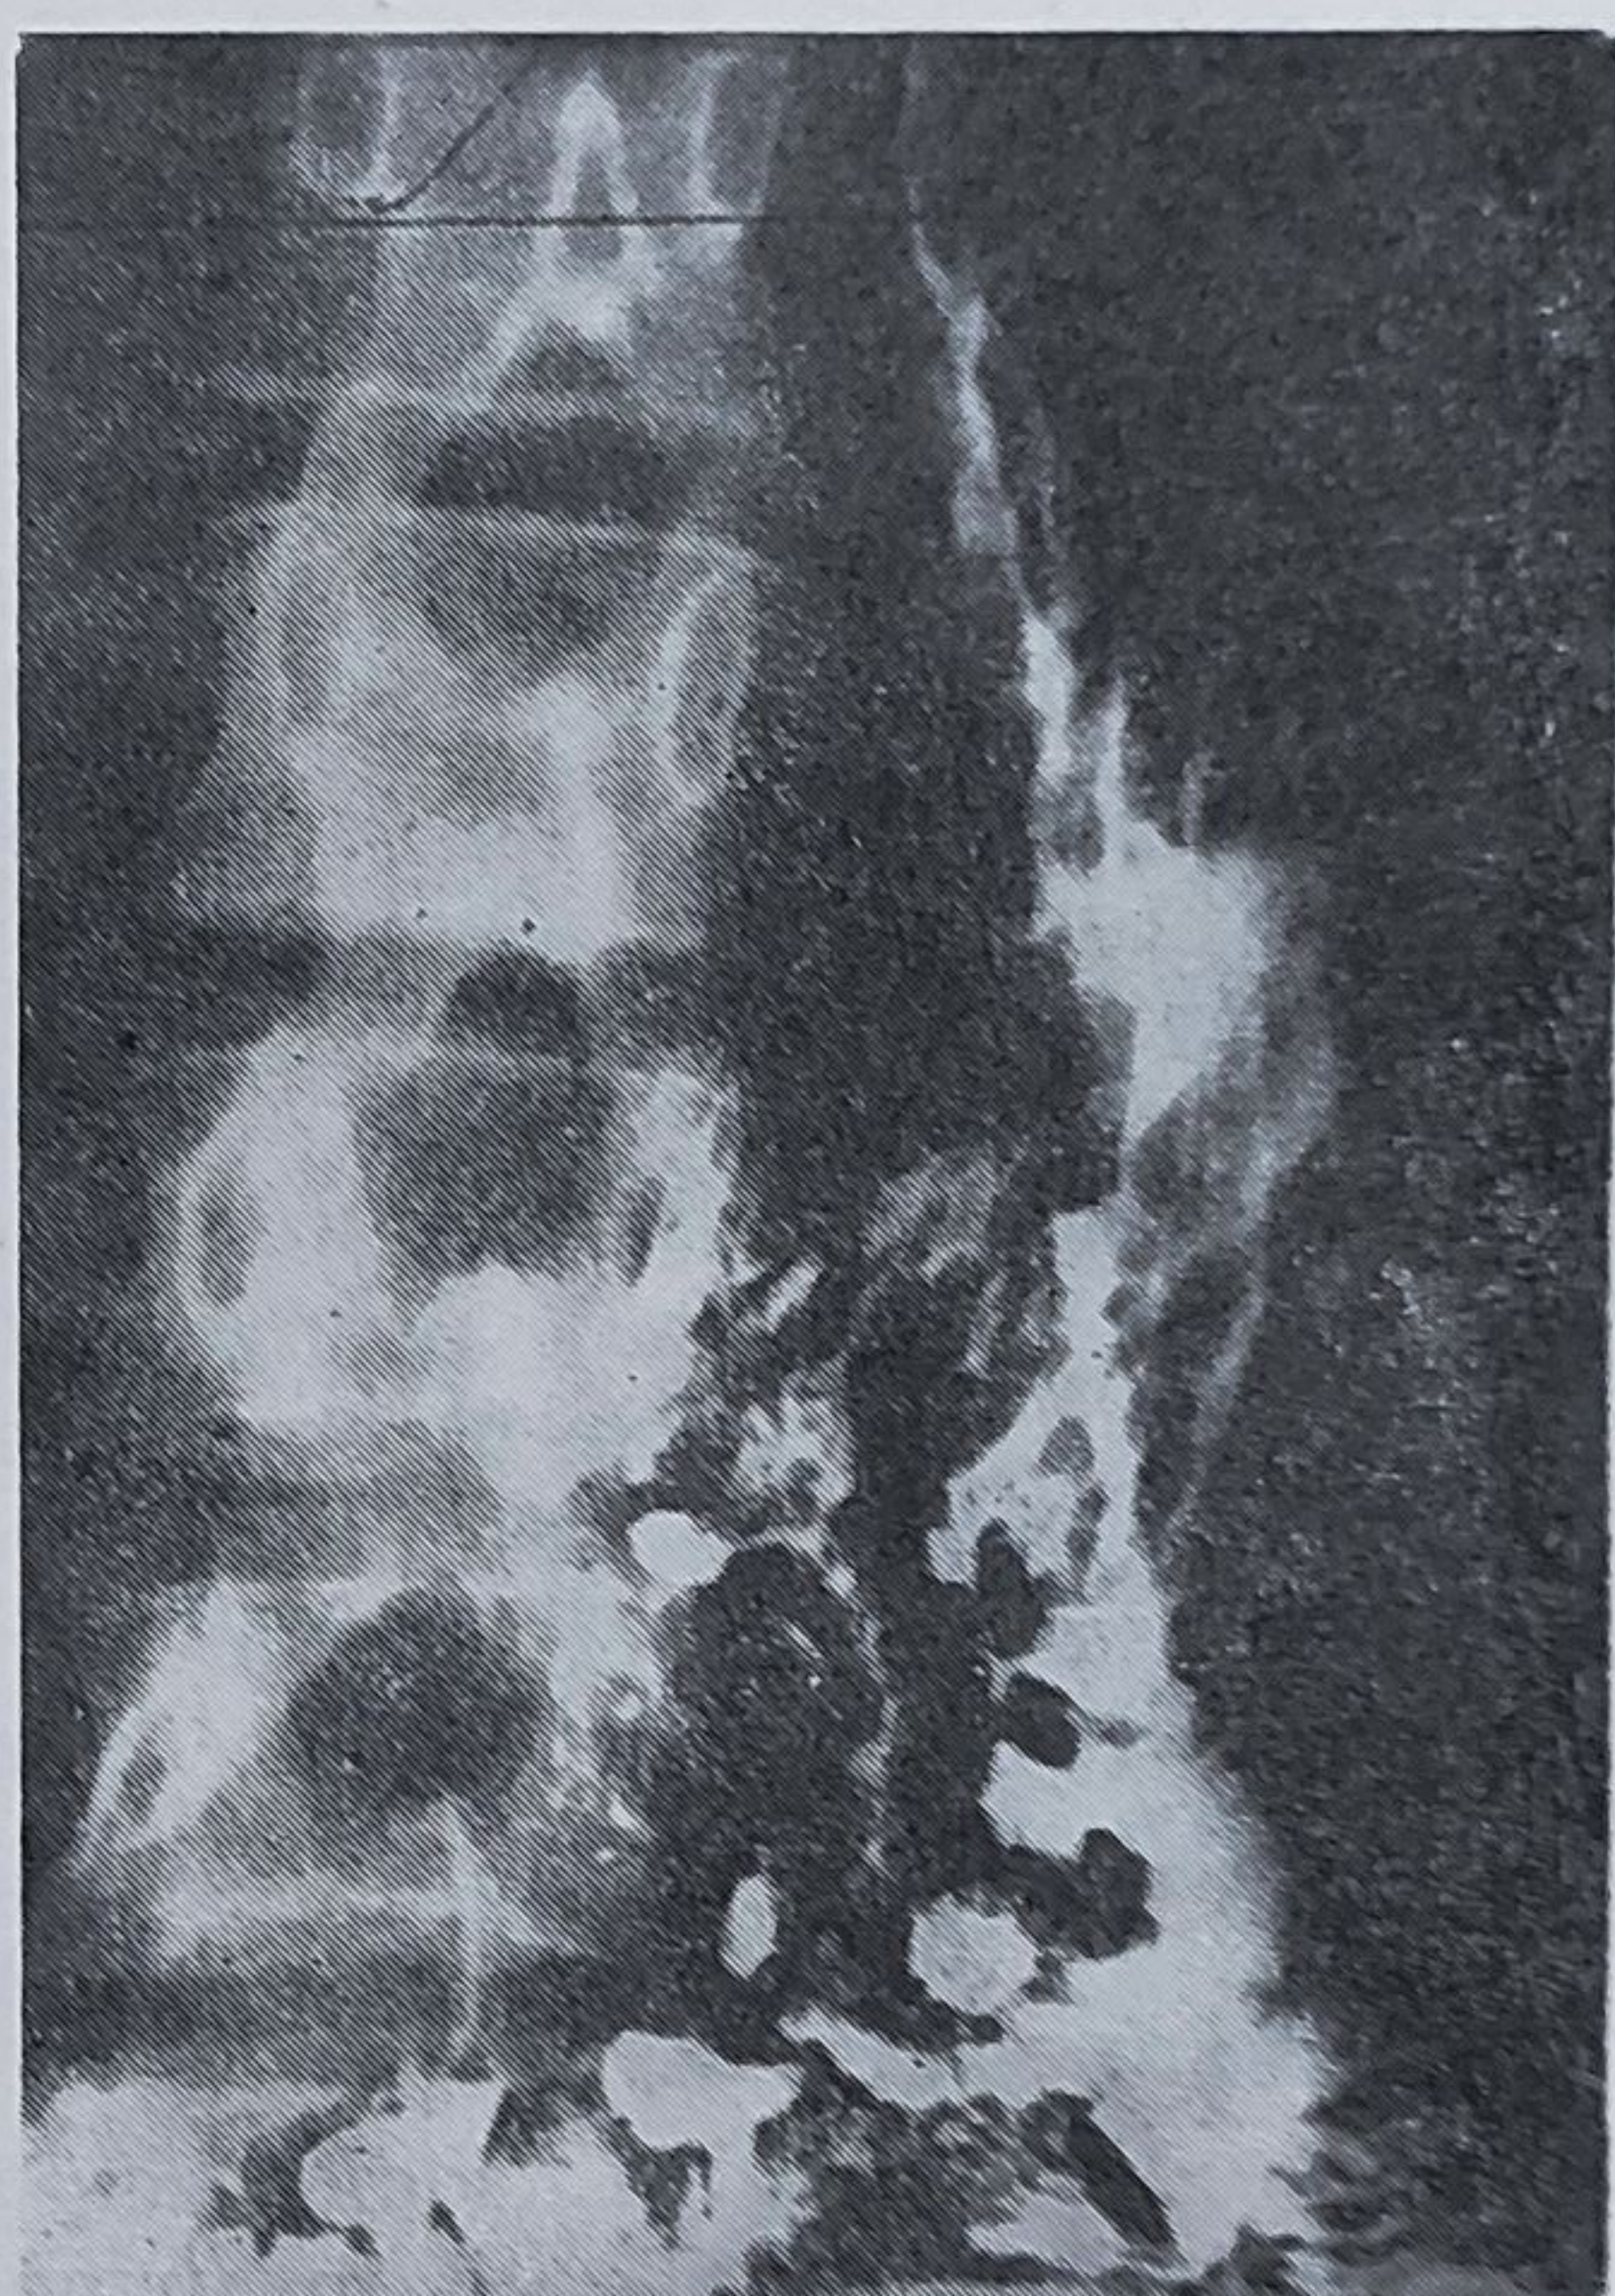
9. — Diverticuloză multiplă jejunală; rezecție gastrică cu anastomoză gastrojejunală (radiografie gastrojejunală): se remarcă multiple imagini opace (diverticuli) situate pe marginea mezenterică a jejunului (colecția prof. I. Juvara).
